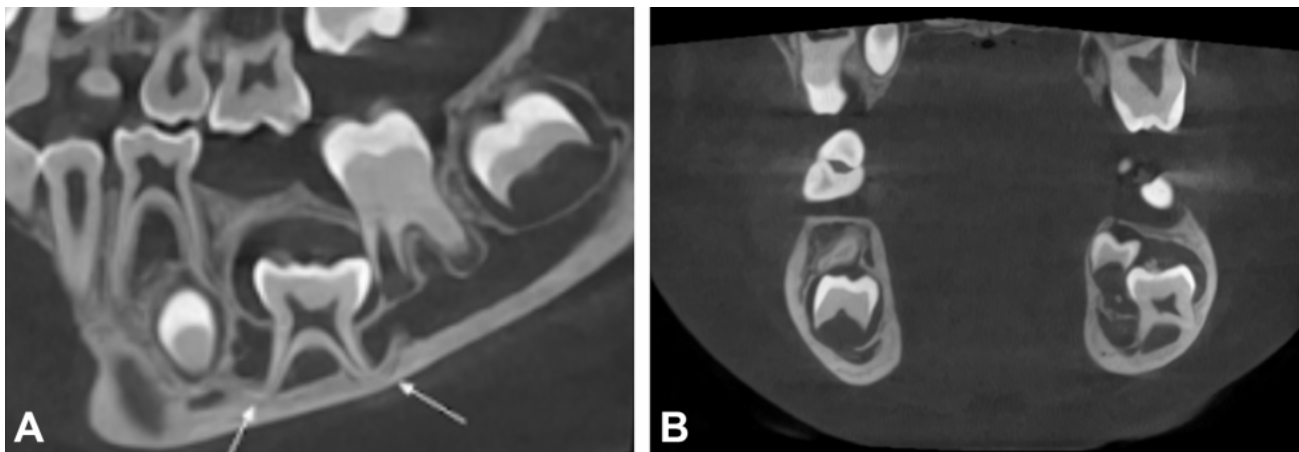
A). TC corte sagital muestra diente 7.5 (T), se observa una lesión hipodensa que rodea la corona del diente, así como pequeñas áreas hiperdensas dentro de la lesión compatibles con calcificaciones sobre la corona dentaria, y una severa dilaceración de las raíces del diente involucrado (indicado por las flechas) que se encuentran ancladas en la base mandibular. B). TC corte coronal muestra transposición del diente 3.5 por sobre la corona del diente 7.5, así como pequeñas áreas hiperdensas de forma irregular, compatible con calcificaciones, las cuales se encuentran dentro de un área hipodensa compatible con la lesión que expande las corticales en sentido vestibulo-lingual.
